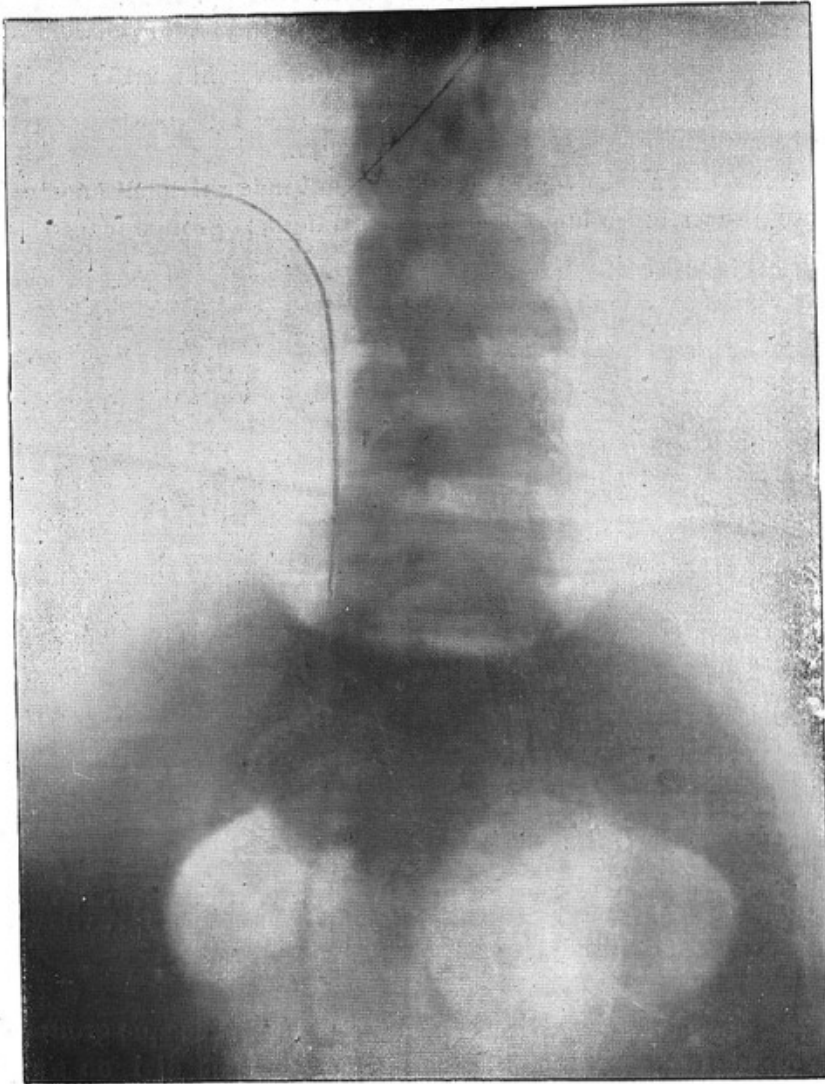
Radiographie.* — Projection de l'uretère sur la paroi postérieure de l'abdomen (1899). Cathétérisme de l'uretère chez l'homme par le rein ouvert au moyen d'une sonde contenant du mercure.
